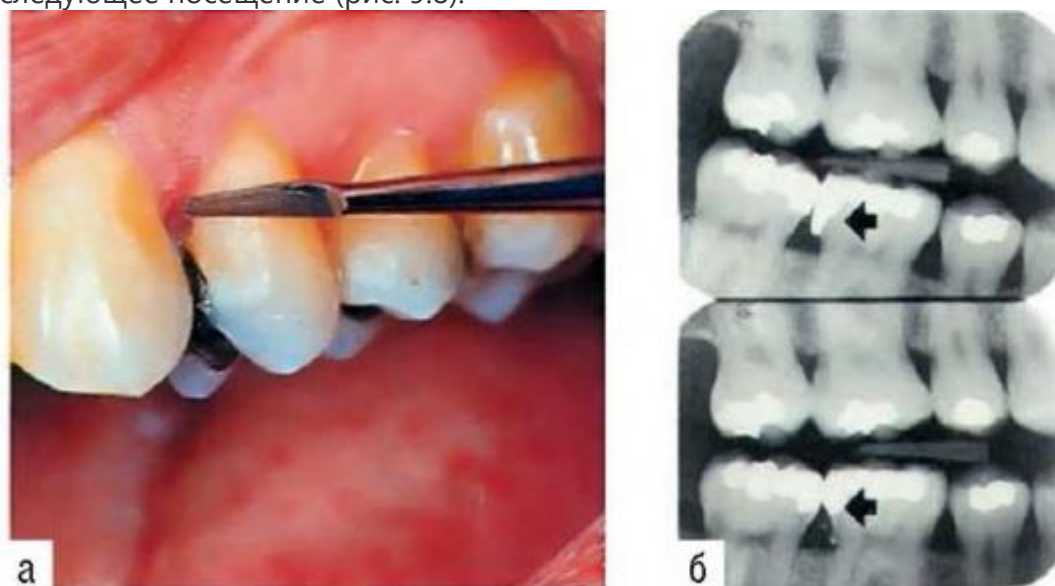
Отделка пломб из амальгамы: а - удаление избытка материала из межзубного промежутка; б - внутриротовые рентгенограммы: нависающий край пломбы, правильное моделирование контактного пункта
